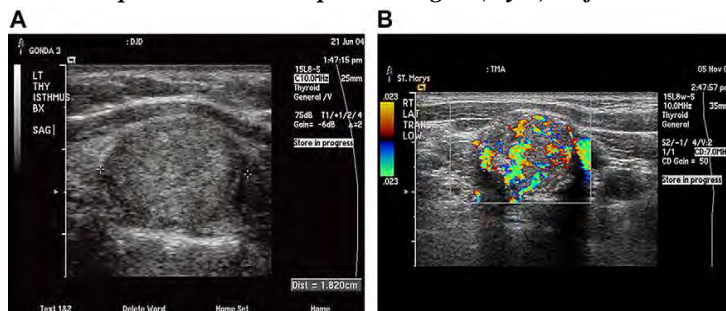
(A) Nódulo sólido hipoecoico de 1,7 x 1,4 cm. (B) Imágenes de Doppler color que muestran hipervascularidad. La BAAF reportó carcinoma papilar que fue confirmado en la cirugía.
